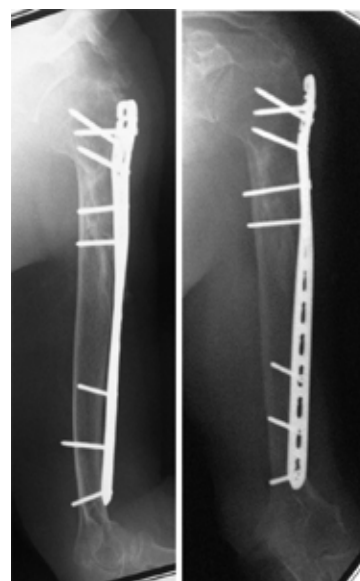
Radiografías panorámicas del húmero izquierdo en sus proyecciones anteroposterior y lateral a los 12 meses del post operatorio.
